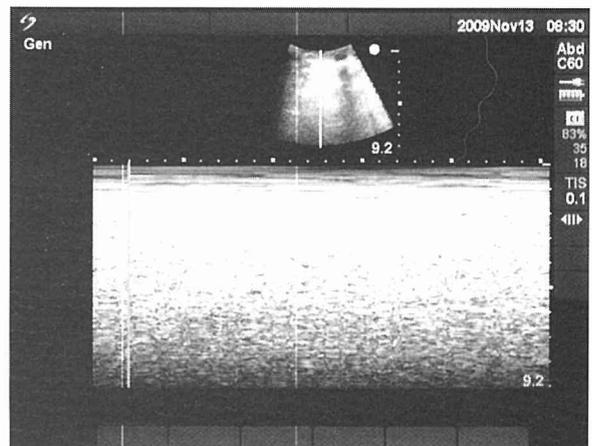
今回の症例での肺超音波検査の所見例(2例目手術前右肺). lung-sliding陽性とした.
